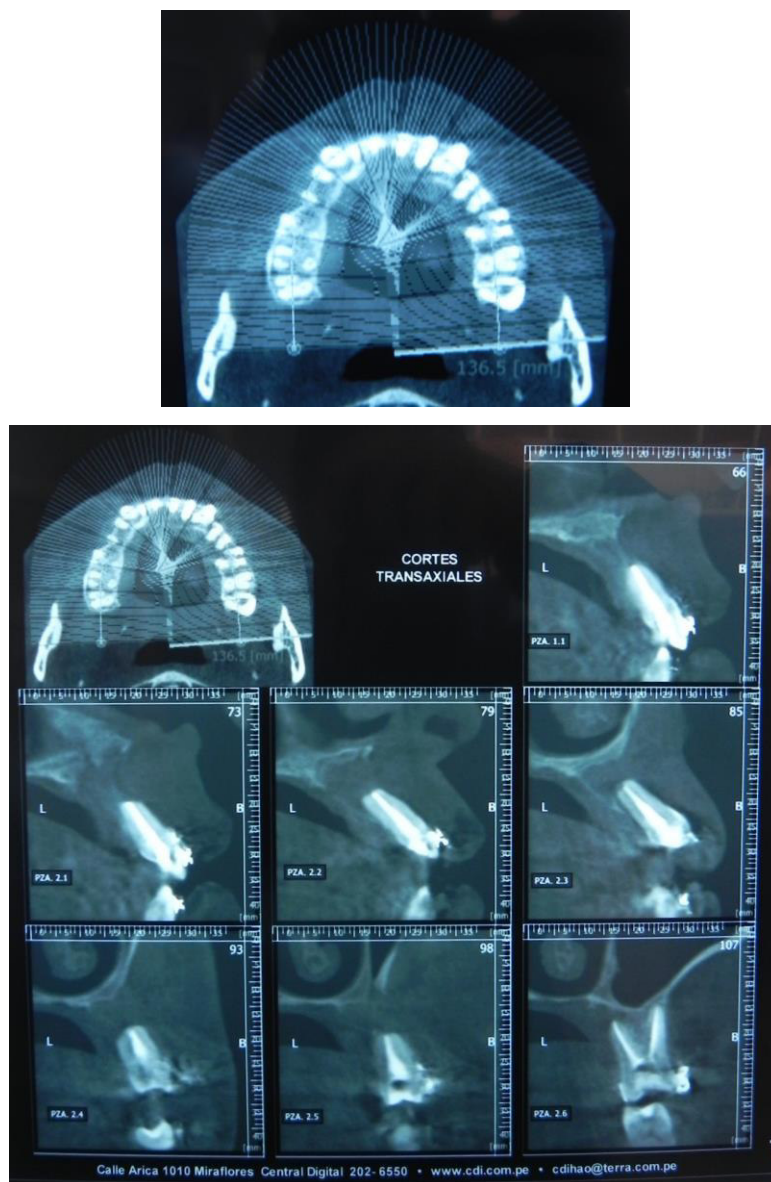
Cortes tomograficos transaxiales (TCHC) mostrando deficiencia ósea después del retiro del quiste fisural infectado,este lecho quirúrgico esta sin ningun relleno óseo y también se aprecia las piezas con endodoncia así como la perdida de hueso alveolar en cada una de ellas.
